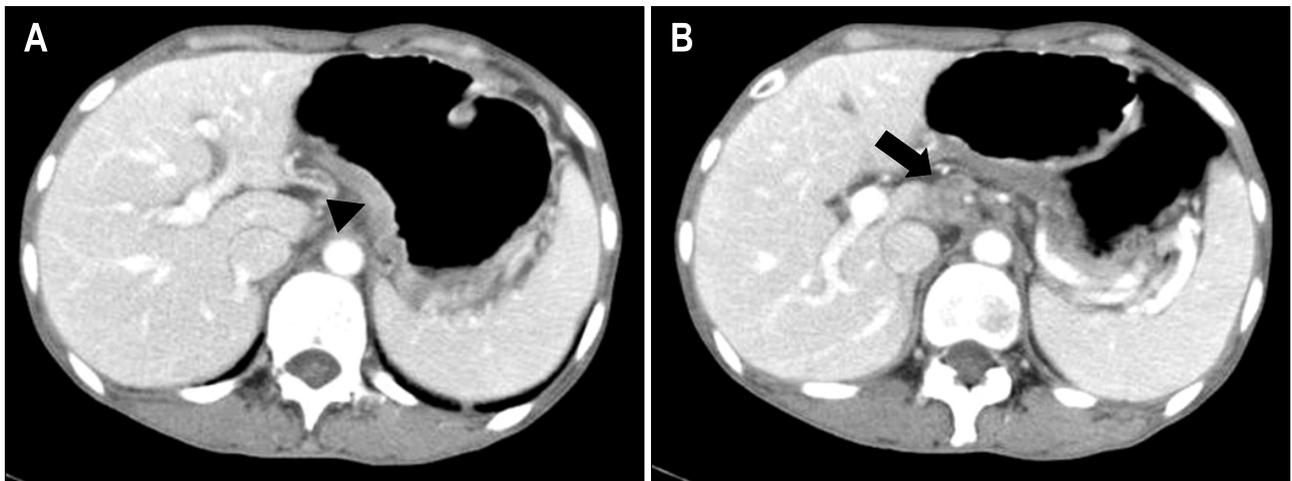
Abdominal computed tomography finding. It shows diffuse wall thickening with enhancement of cardia into mid body of the stomach (A, black arrow head) and multiple enlarged lymph nodes with low attenuation in the center (B, black arrow).
